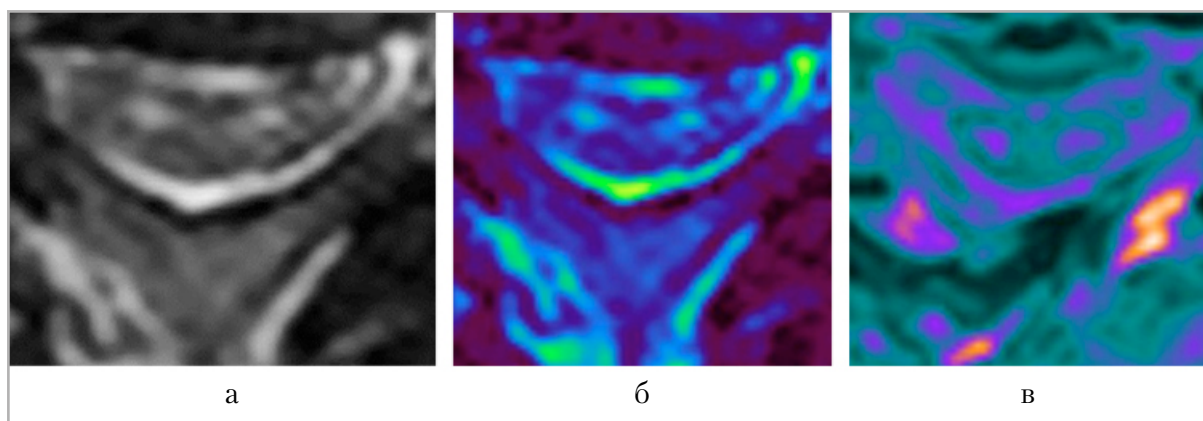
МРТ шейного отдела позвоночника пациентов со стенозом, осложненным миелопатией: *а* — аксиальная плоскость. Т2ВИ. Пациент К., 58 лет. Симптом «глаза змеи»; *б* — картирование. Палитра perfusion; *в* — пациент М., 63 года. Симптом «глаза змеи». Палитра pet
